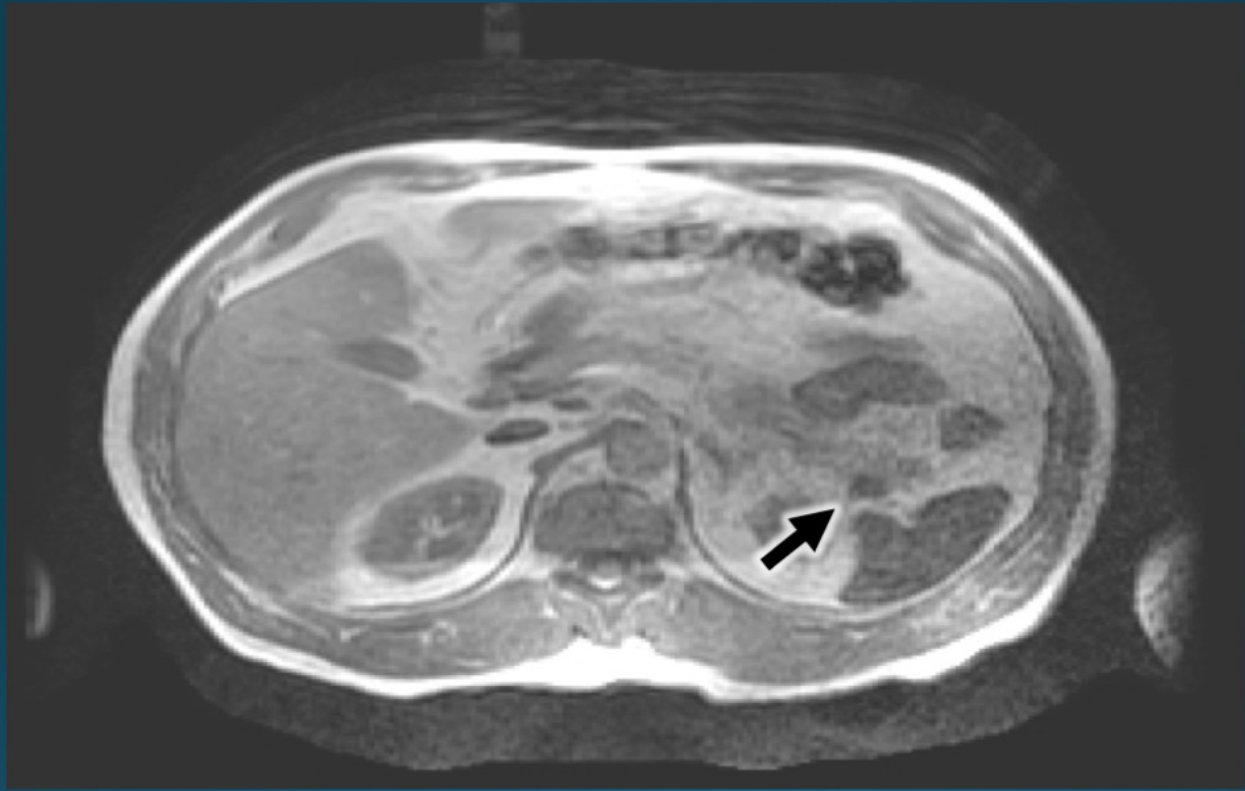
CASO 3. RM de abdomen. Secuencia eco de gradiente potenciada en T2 balanceada. Corte coronal previamente en la TC aparece aquí hiperintenso con respecto al parénquima pancreático.
